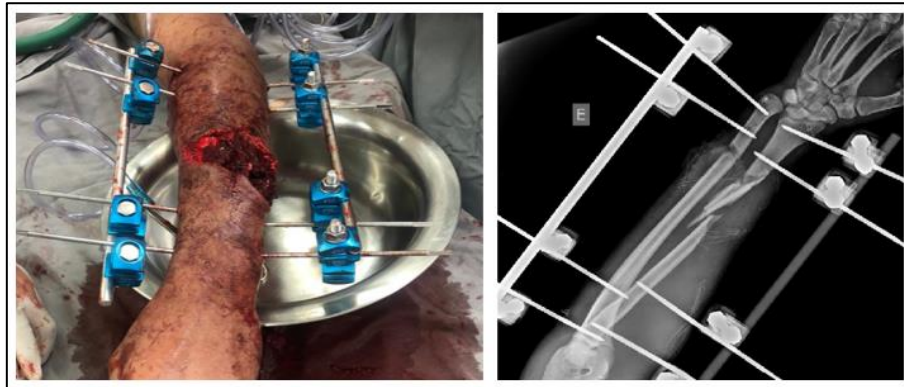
Imagem à esquerda mostrando a montagem do fixador externo. Imagem à direita mostrando radiografia após fixação.
